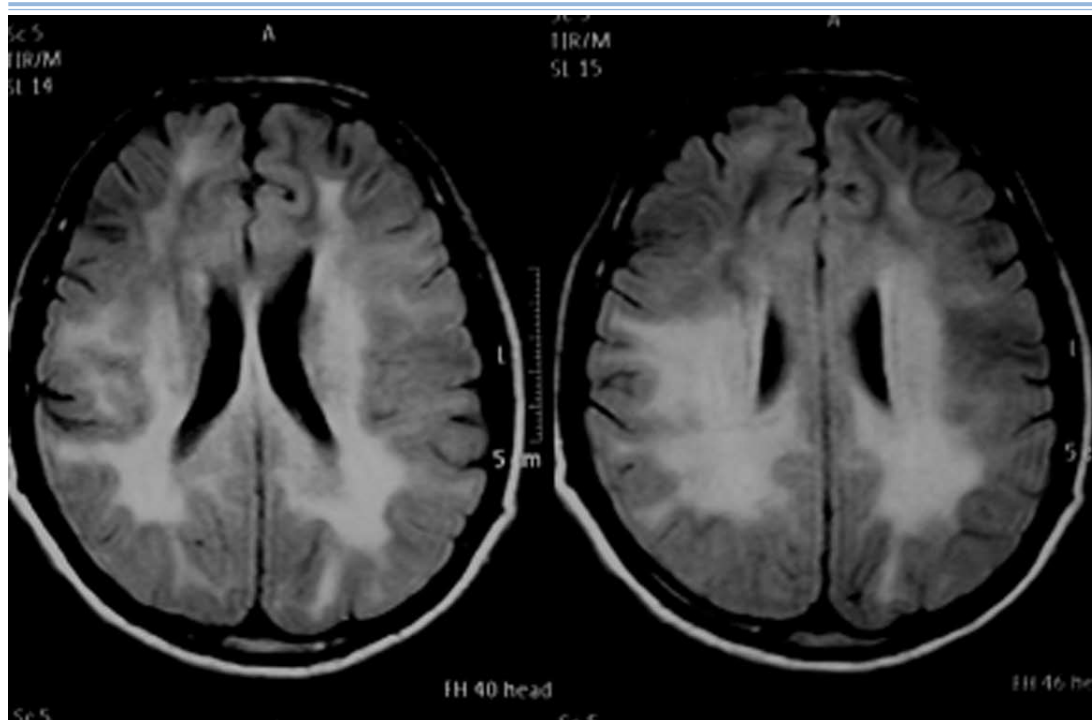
RNM encefálica (FLAIR) de paciente de 40 años. Etapa C3 con cuadro de alteraciones conductuales, temblor y marcha atáxica.
